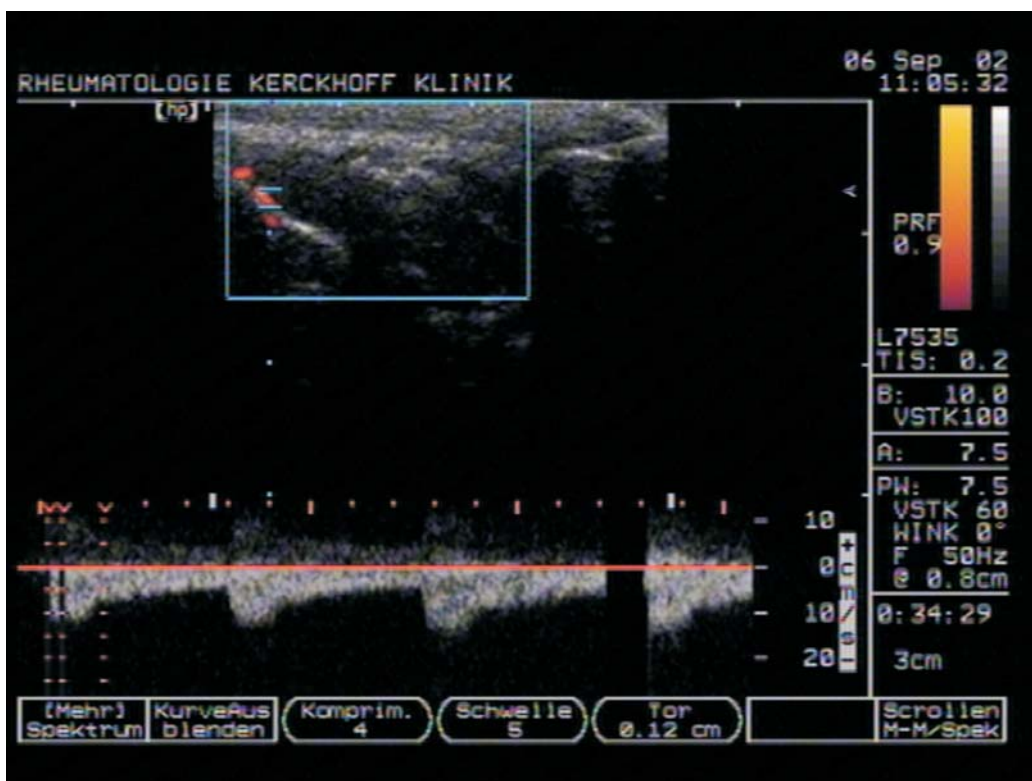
Doppler-Fluss durch eine kleine intraartikuläre Arterie.
